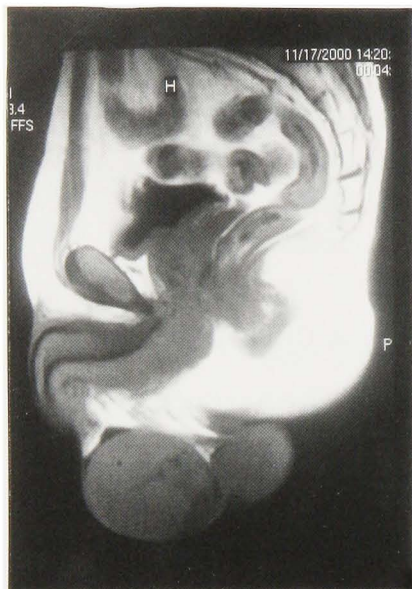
On the T1-weighted MRI, the tumor presented a signal almost equal to that of the normal testicle.
